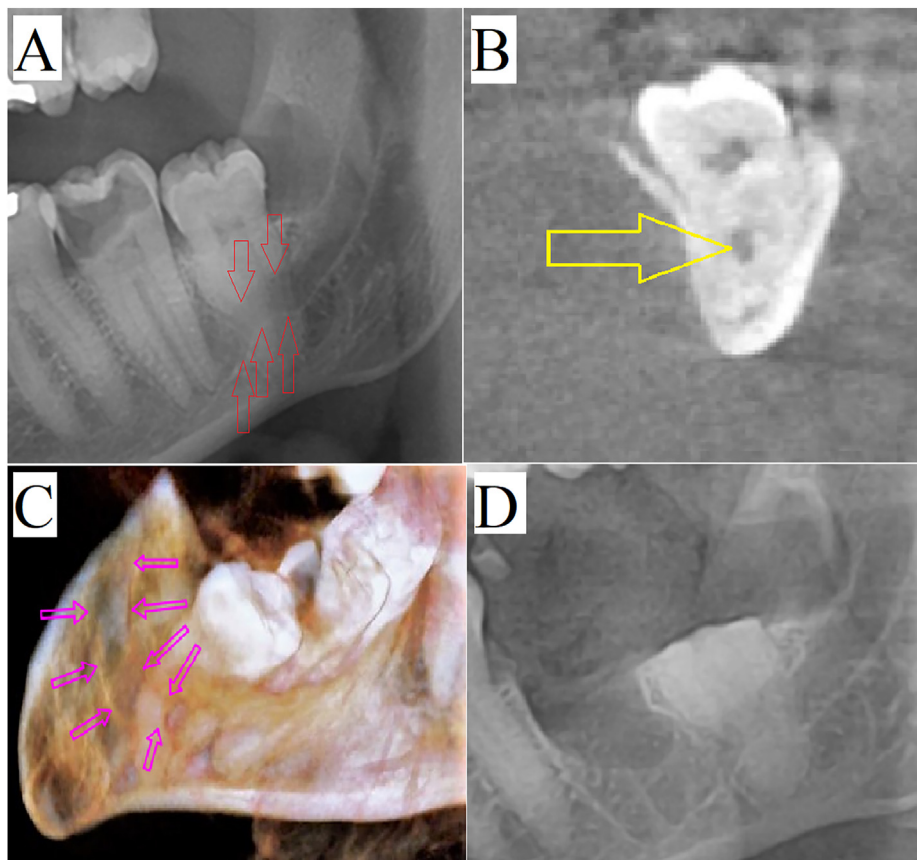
In the present case, the inferior alveolar canal was entrapped in the roots of the left lower impacted third molar. (A) The panoramic radiograph showed darkening of the root together with interruption of the upper cortical line and upward (cranial) diversion of the canal. (b) the coronal cone beam computed tomography (CBCT) image proved the total closure of buccal and lingual roots caudally from the canal. (C) the 3D CBCT reconstruction also proved an interradicular course of the canal. (D) The immediate postoperative radiograph was part of the coronectomy protocol in our department to disclose any enamel rests during the procedure.
